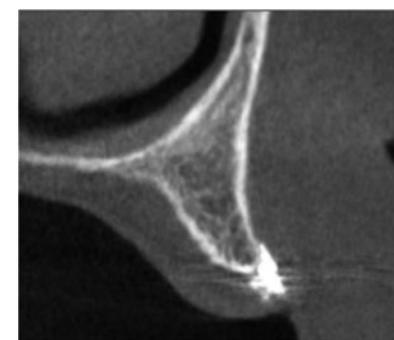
Reconstrução oblíqua do CBCT da lesão pigmentada do 2º quadrante, evidenciando uma área radiopaca sobre a crista alveolar.
